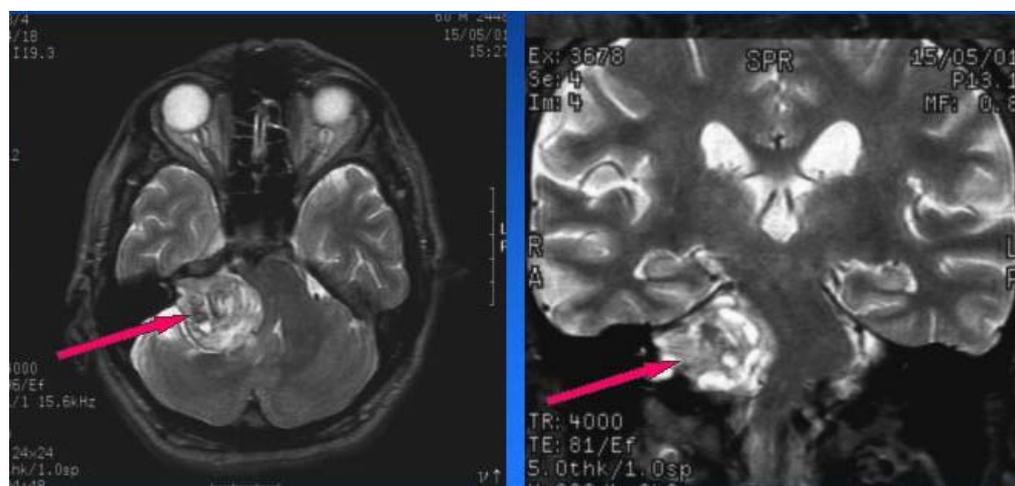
Магнитно-резонансная томография. Компрессия мозга опухолью и дислокация ствола
